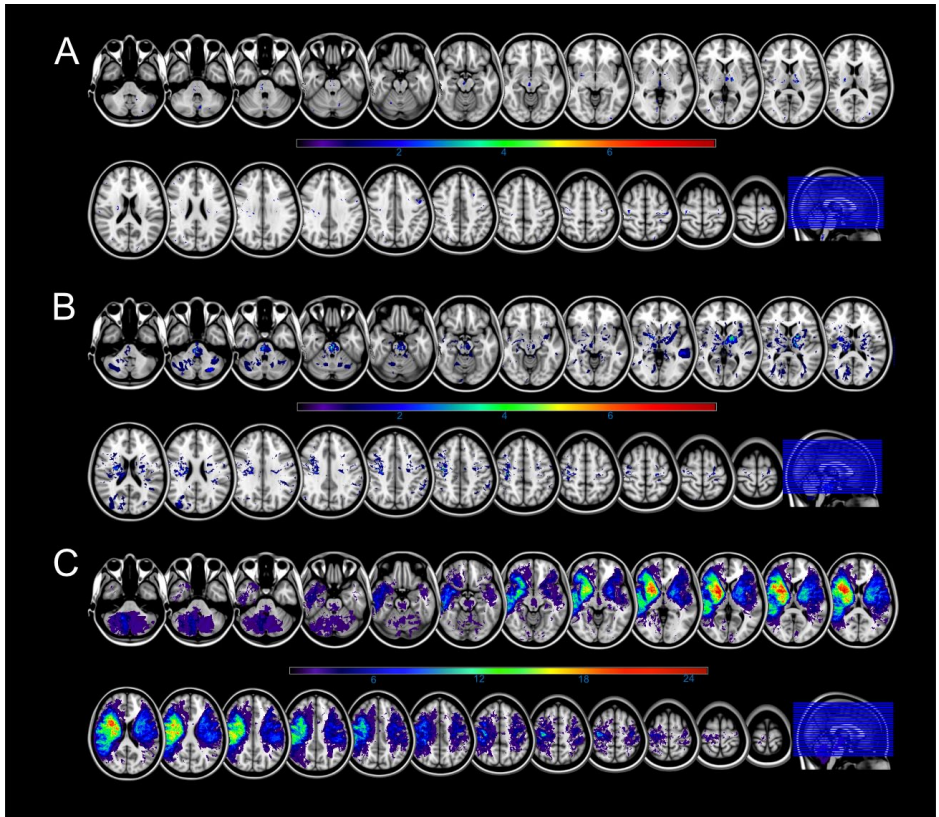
Lesion overlap based on MRI data of 334 patients. Based on tertials of the ischemic core volume, three groups are defined as small (A, < 0,240 cc), medium (B, 0,240 – 2,640 cc) or large (C, > 2,640 cc). Equidistant slices in MNI152 standard space from z = 32 to z = 147.
